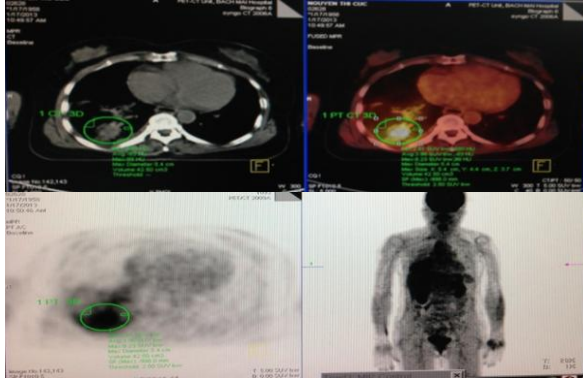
Hình ảnh đo SUV u phổi phải
